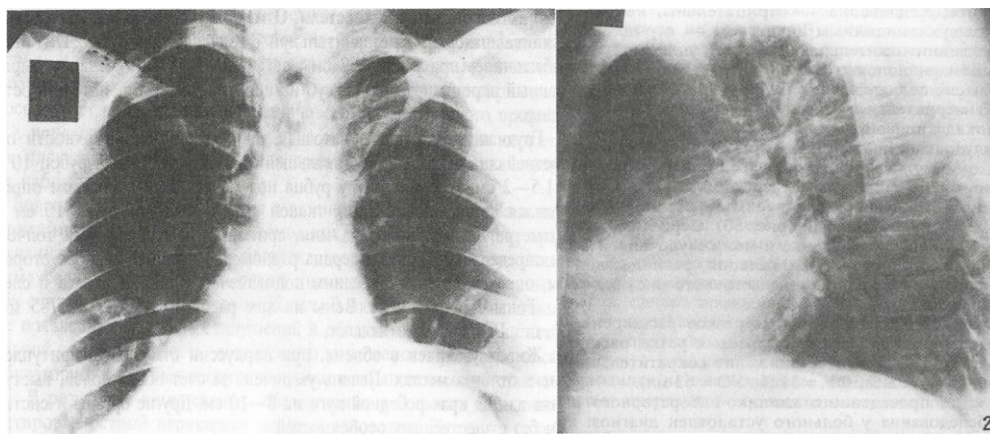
Рентгенограммы грудной клетки больного В., 52 года.
